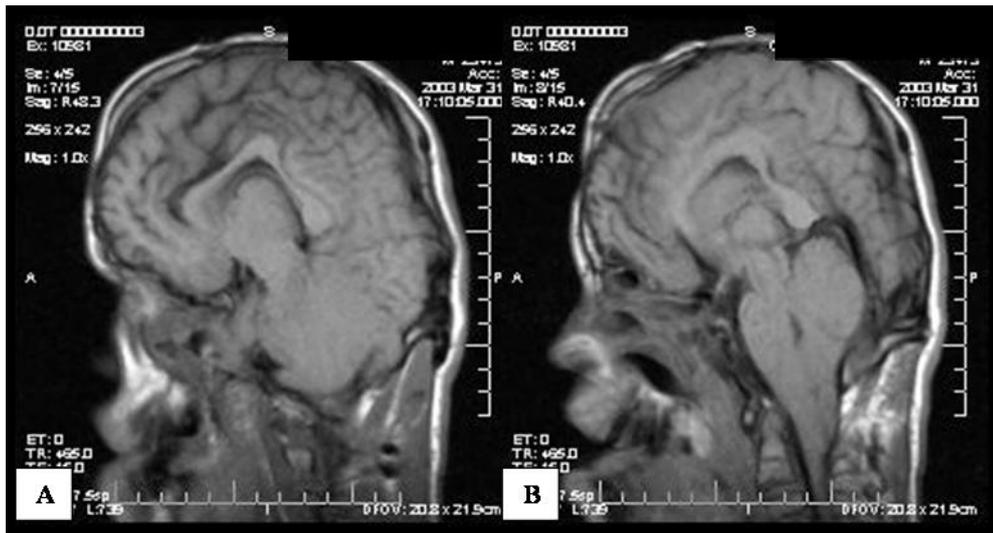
Ressonância magnética em seqüências sagitais T1 evidenciando alteração conformacional do corpo caloso (A) e malformação de Chiari (B) – paciente 1
